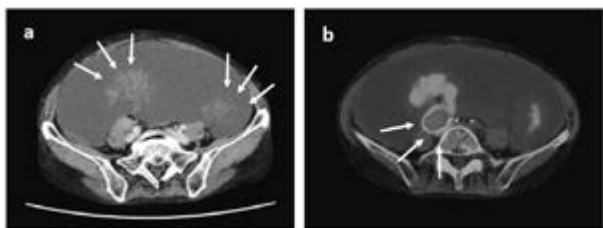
術前腹部造影CT検査所見とPET-CT検査所見
